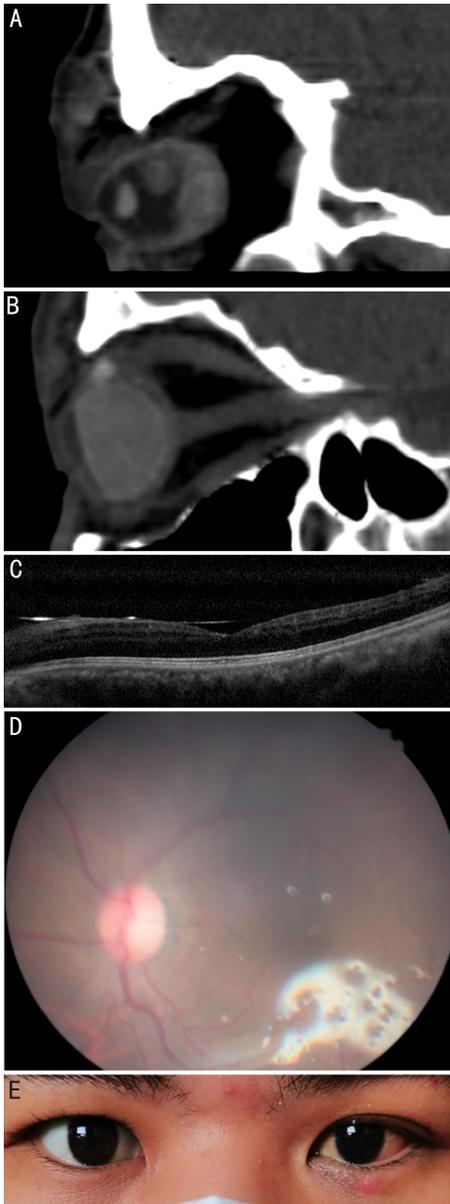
同一患者手术前后情况 A:术前眼眶CT;B:术后1a眼眶CT;C:术后1a OCT;D:术后1a眼底照相;E:术后1a双眼外观。
